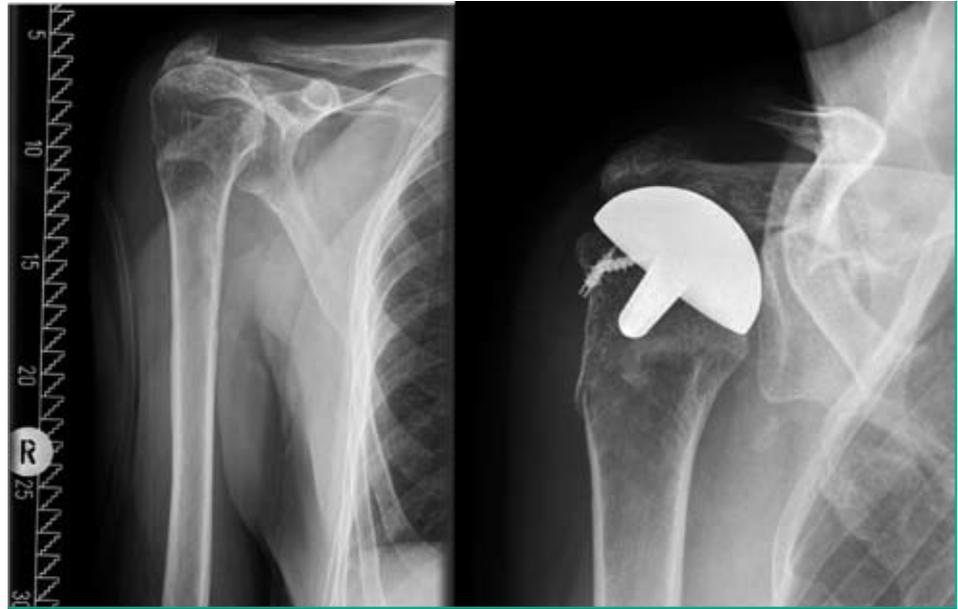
Prä- und postoperatives Röntgenbild nach Oberflächenersatz und Latissimus-dorsi-Transfer.
